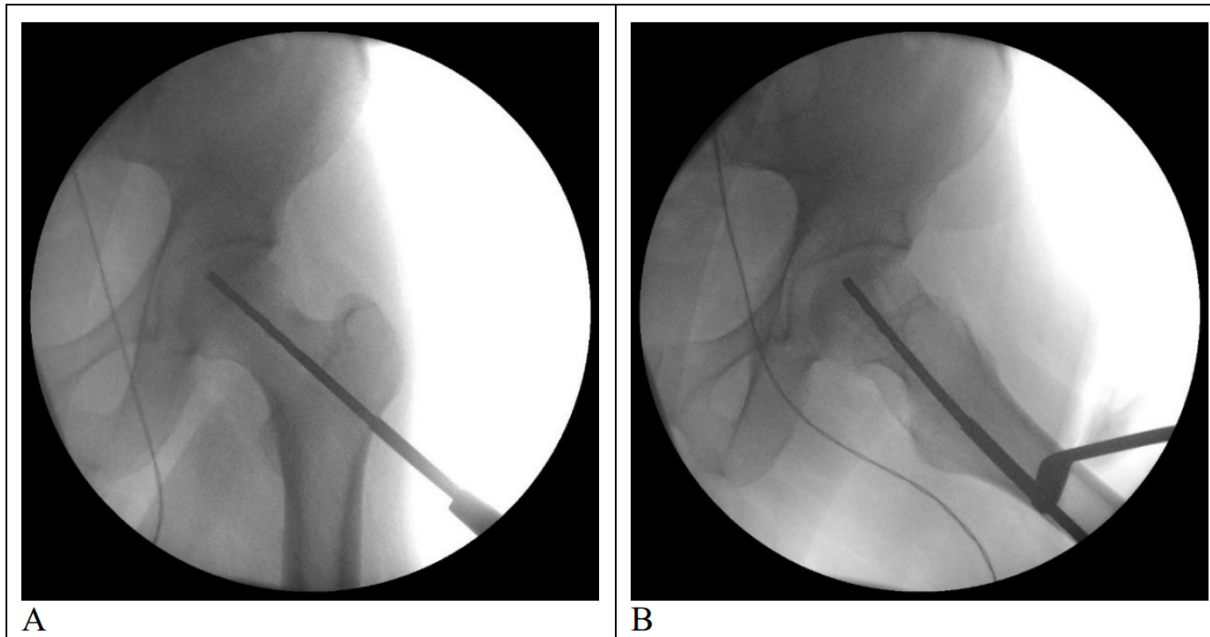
Intraoperative Röntgendurchleuchtung einer Core Decompression a.p.
